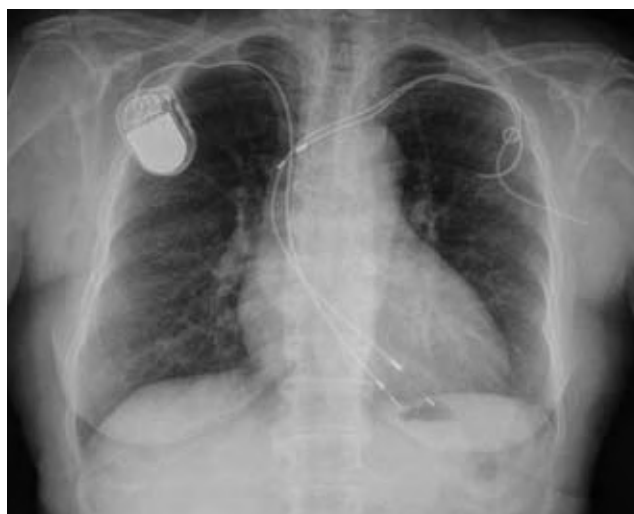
Radiografía simple de tórax donde se aprecia explante parcial de electrodos a nivel de la subclavia izquierda y un dispositivo completo a nivel derecho.
